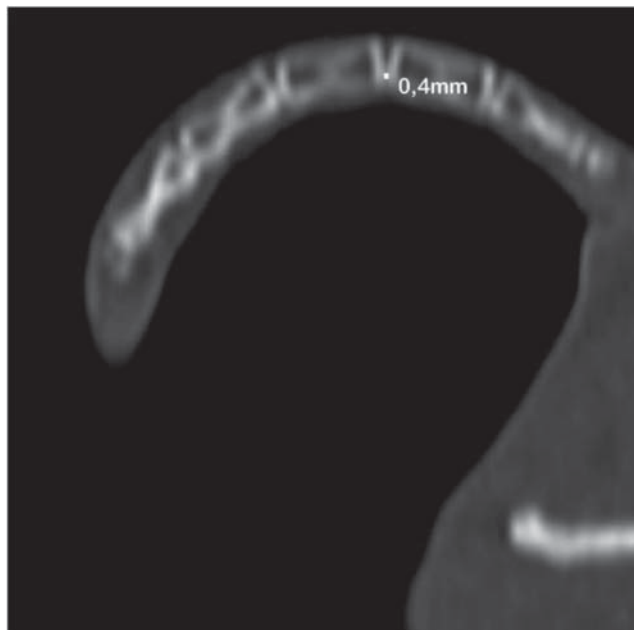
Томограма хвостового відділу хребта щура на 60 добу формування компресії. Чітко виявляється зменшення висоти МХД C_{v-vi} , що вказано стрілкою.
